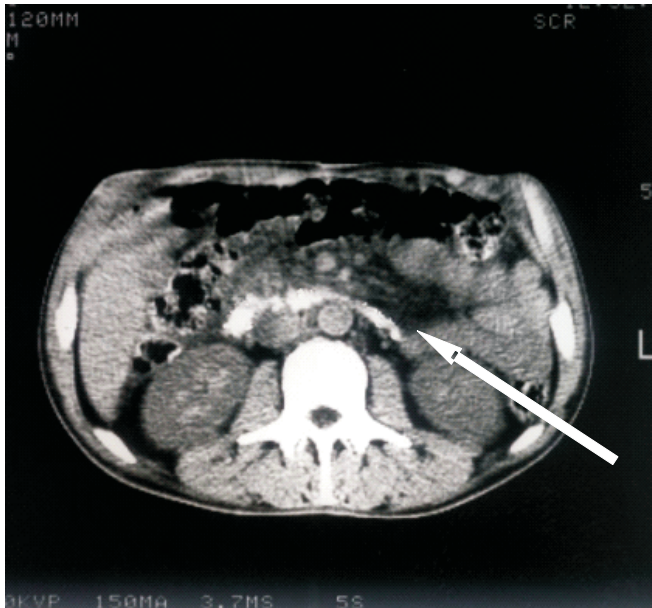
CT. PC calculoasă
